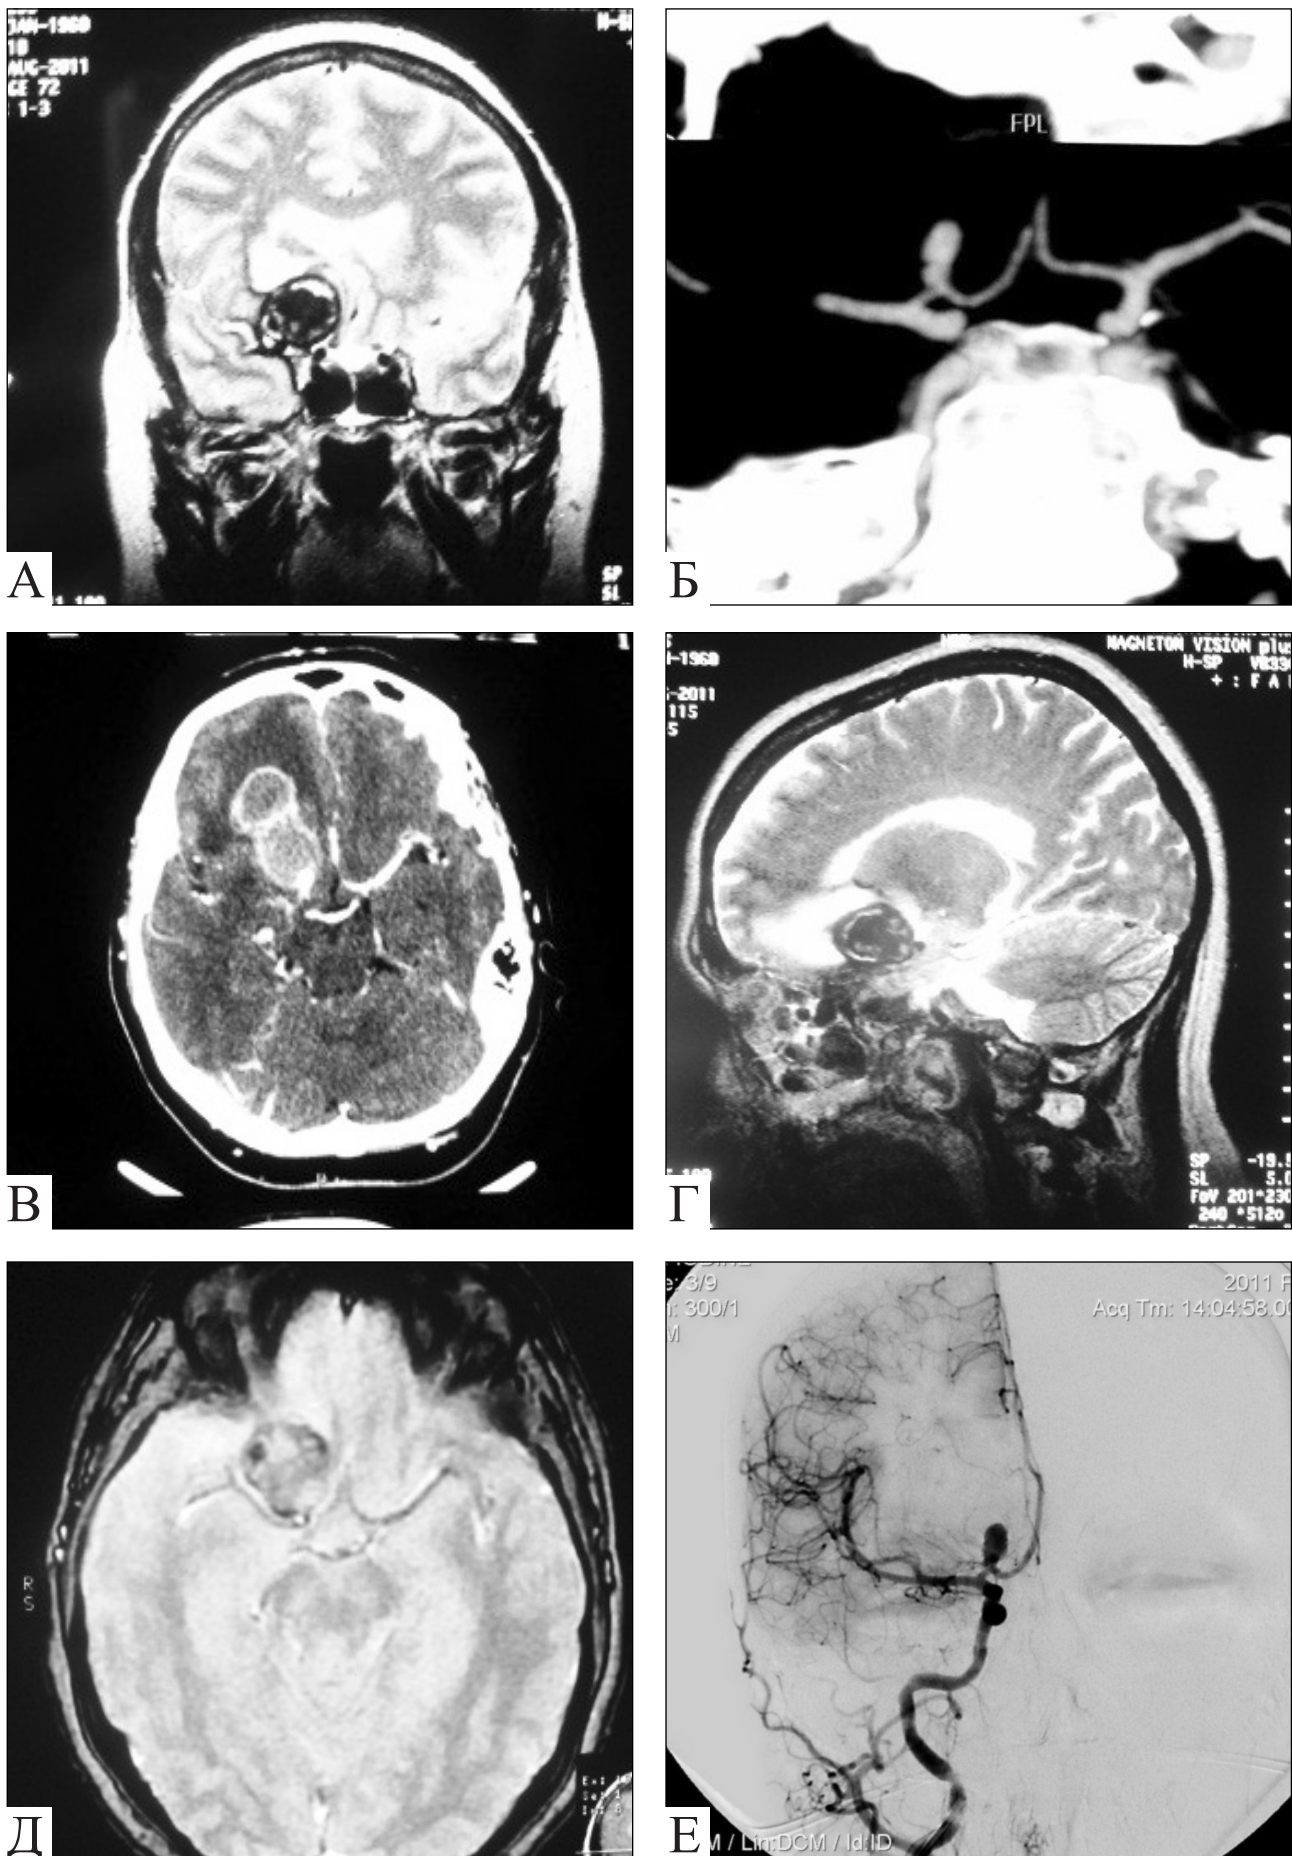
Хвора В., 51 рік. Гігантська АА ПМА/ПЗА: А–Д — неінвазивна нейровізуалізація АА у різних режимах сканування; Е — ЦАГ. Розмір АА значно менший, ніж за даними МРТ
